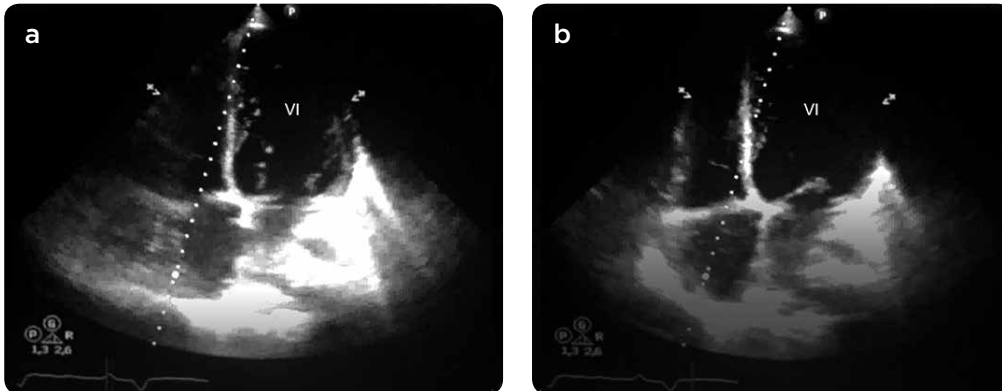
Ecocardiografía. Eje largo 4 cámaras. a) Imágenes de fin de la sístole y b) fin de la diástole. Dilatación y pobre contractilidad del ventrículo izquierdo (VI).
